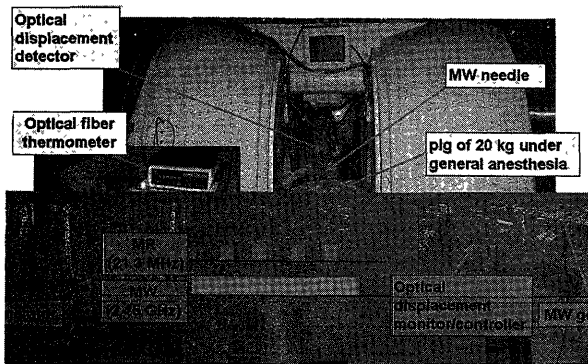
MR-assisted thermal therapy system using vertically-opened MRI.
